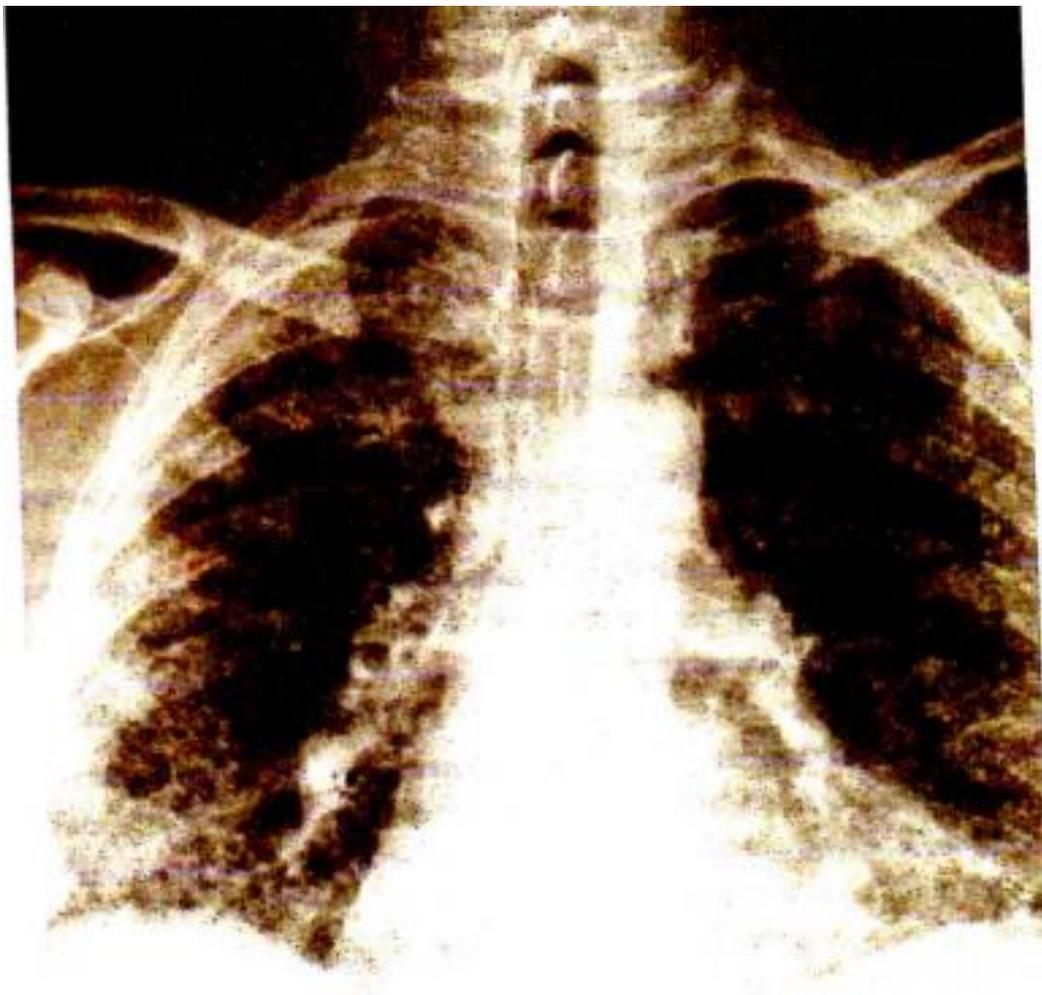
Fibrosis pulmonar idiopática (radiografía de tórax)
